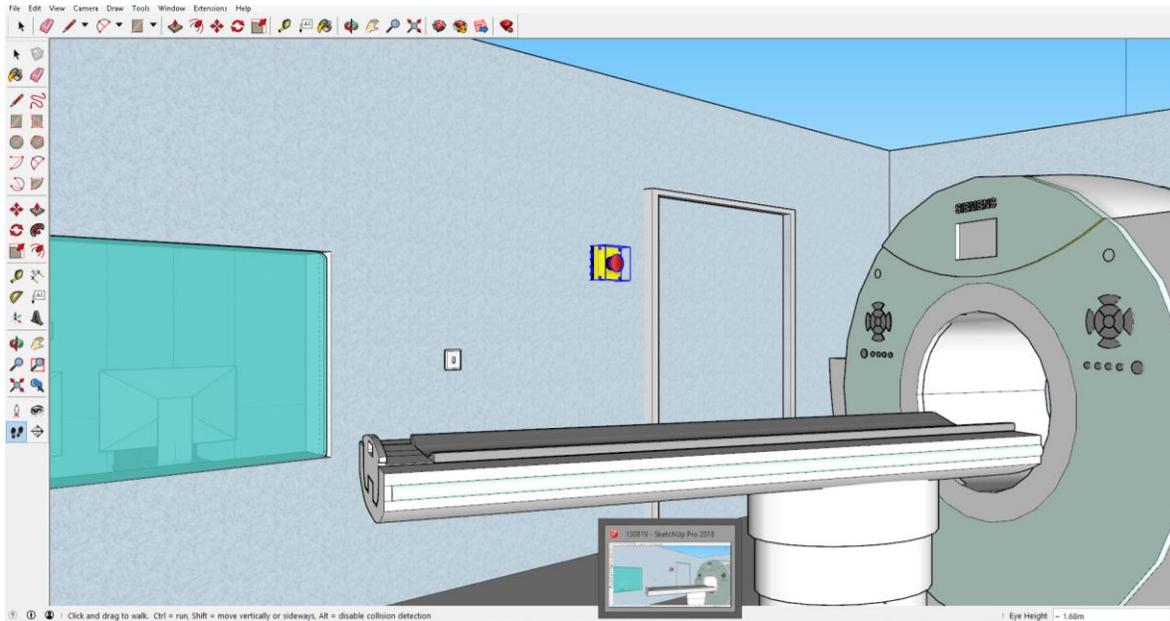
Diseño de sala de Tomografía.
